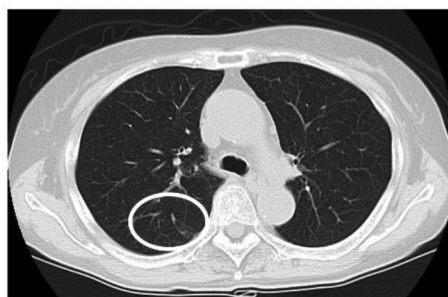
CT scan showed lung metastasis six months after radical cystectomy (A). The lung metastasis was decreased in size after the treatment with immunotherapy (B).
